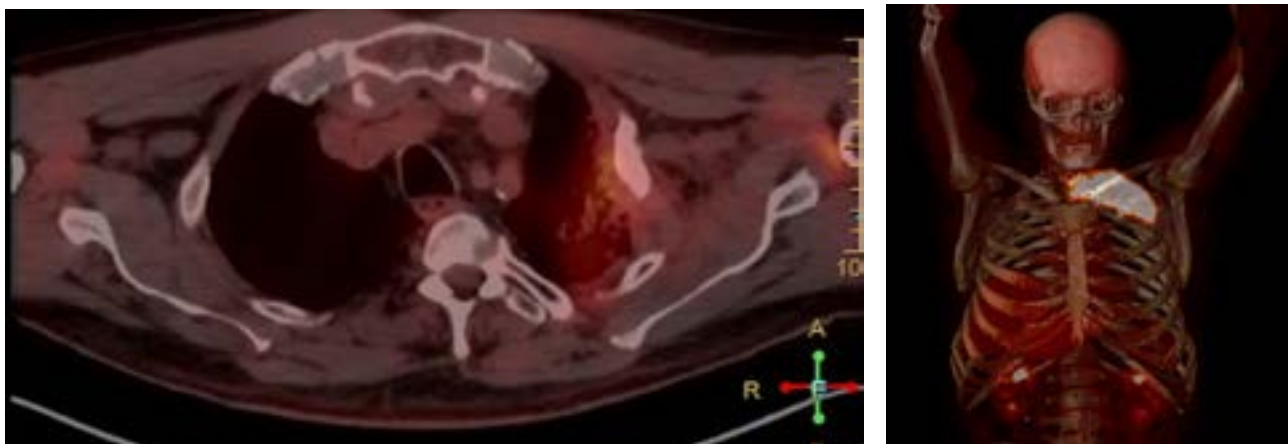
PET-TC de valoración de respuesta tras QT-RT
